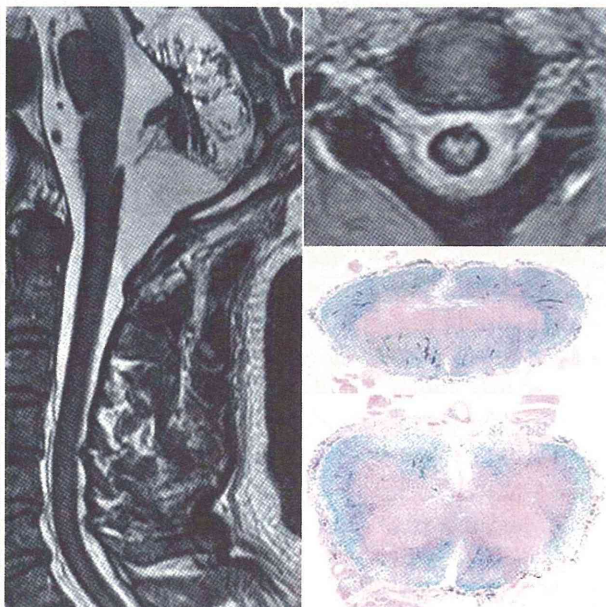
図1と同一症例の脳幹から頸椎MRI矢状断と軸位断
